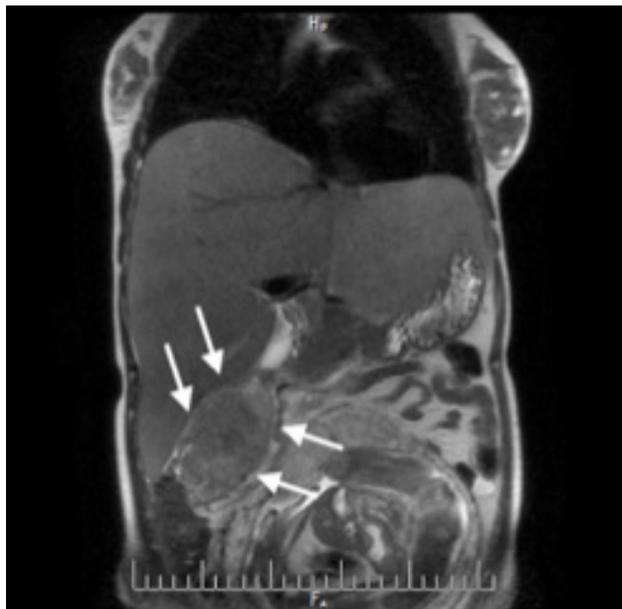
МРТ органов брюшной полости. Новообразование восходящего отдела и печеночного изгиба ободочной кишки
